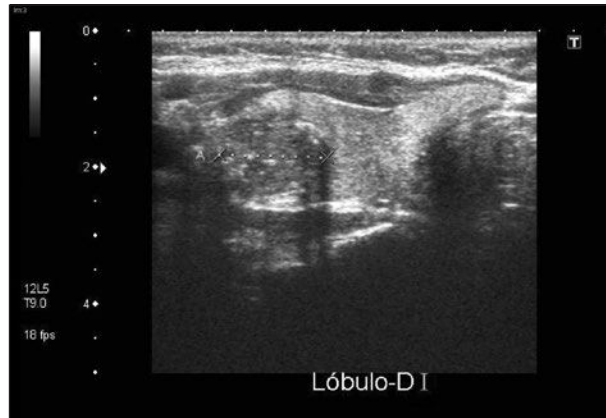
Ecografía tiroidea con nódulo sólido superior derecho.
